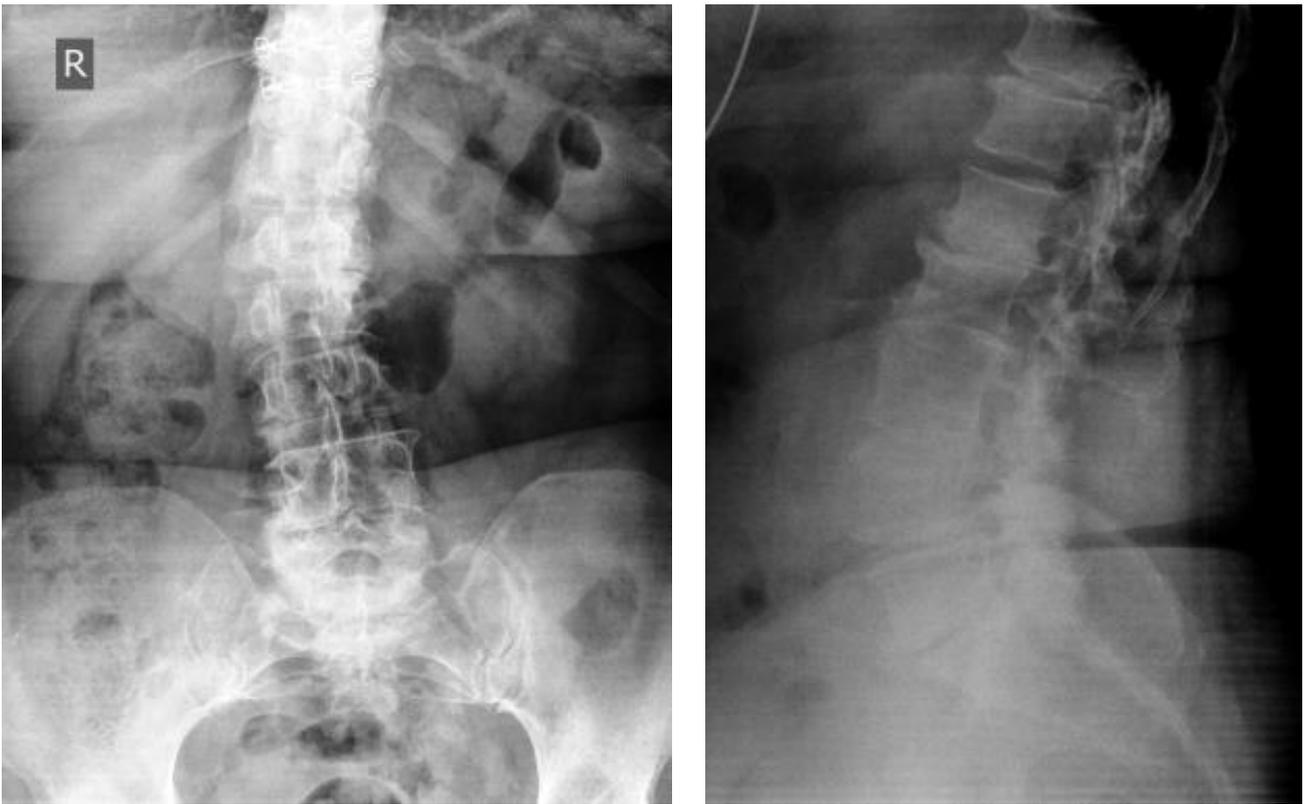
Больная К., 65 лет. Рентгенограммы пояснично-крестцового отдела позвоночника (описание в тексте)
